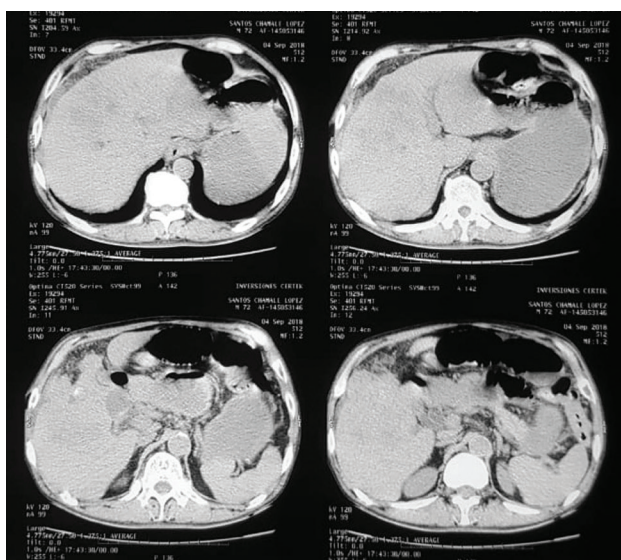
Tomografía abdominal que demuestra a nivel hepático neumobilia, además no se logra diferenciar adecuadamente lecho vesicular ni vía biliar, únicamente imágenes de infiltración a nivel de lecho hepático.
